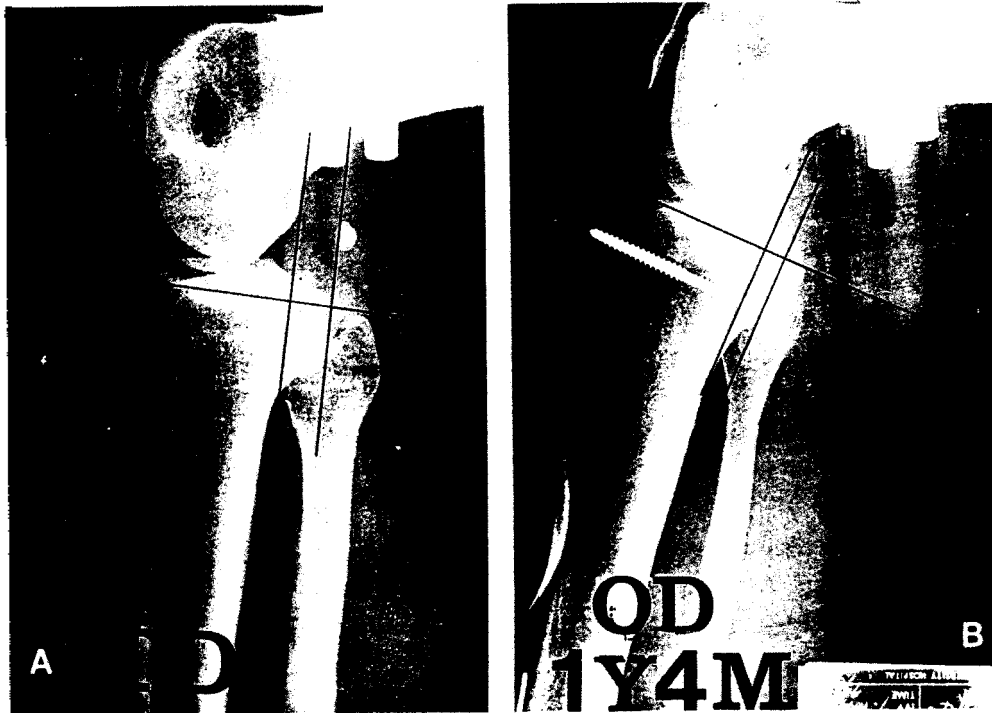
Preoperative(A) and postoperative(B) stress roentgenography in posterior cruciate ligament reconstruction with the modified tibial inlay technique.
